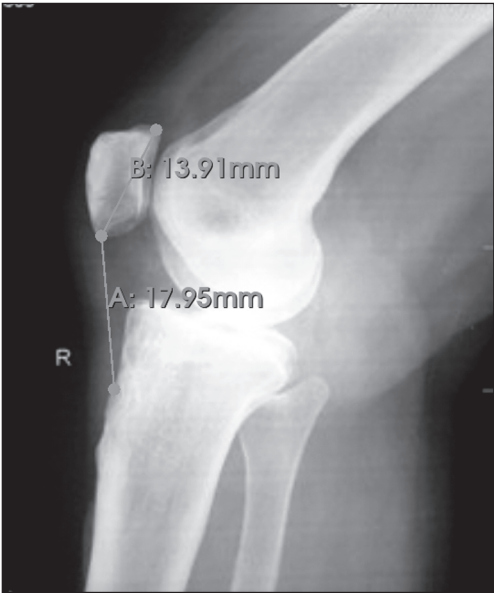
Рентгенограма правого колінного суглоба хворої С., 73 роки. Морфотип IV колінного суглоба. Відношення Insall-Salvati — $A : B = 17,95 : 13,91 = 1,29$, що свідчить про високе стояння надколінка
